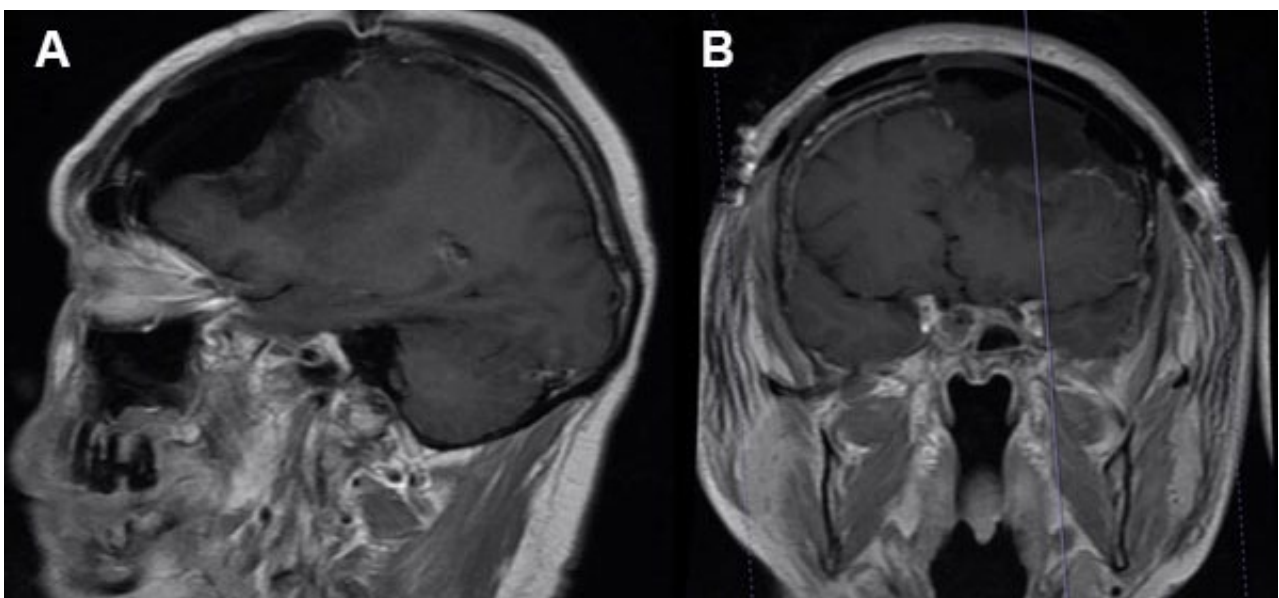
RM cerebral con contraste en secuencia T1 en control postquirúrgico. A) Corte sagital. B) Corte coronal. Se observa cavidad quirúrgica frontobasal izquierda correspondiente al sitio de resección del meningioma atípico, con ausencia de realce de contraste residual y cambios postoperatorios en tejidos blandos frontales. Se evidencia resolución del efecto de masa y desplazamiento de estructuras de la línea media, sin signos de remanente tumoral evidente.
